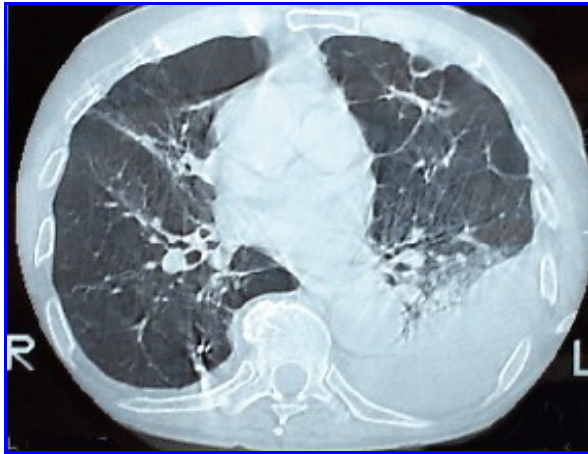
Tomografía axial computada de tórax de alta resolución en paciente con severo enfisema pulmonar. Se observa la alteración de la arquitectura pulmonar y la presencia de numerosas bullas.
